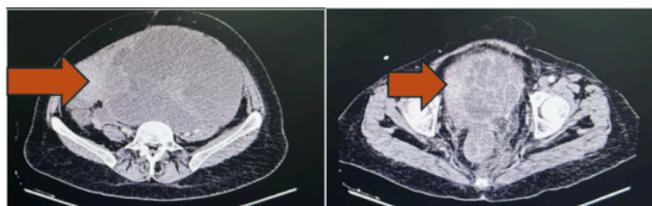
2024 Computed Tomography image taken in September. A 21x16 cm heterogeneous internal mass lesion with cystic necrotic areas and heterogeneous contrast in the left half of the uterine corpus. Hydronephrosis of the left kidney secondary to compression of the mass.
